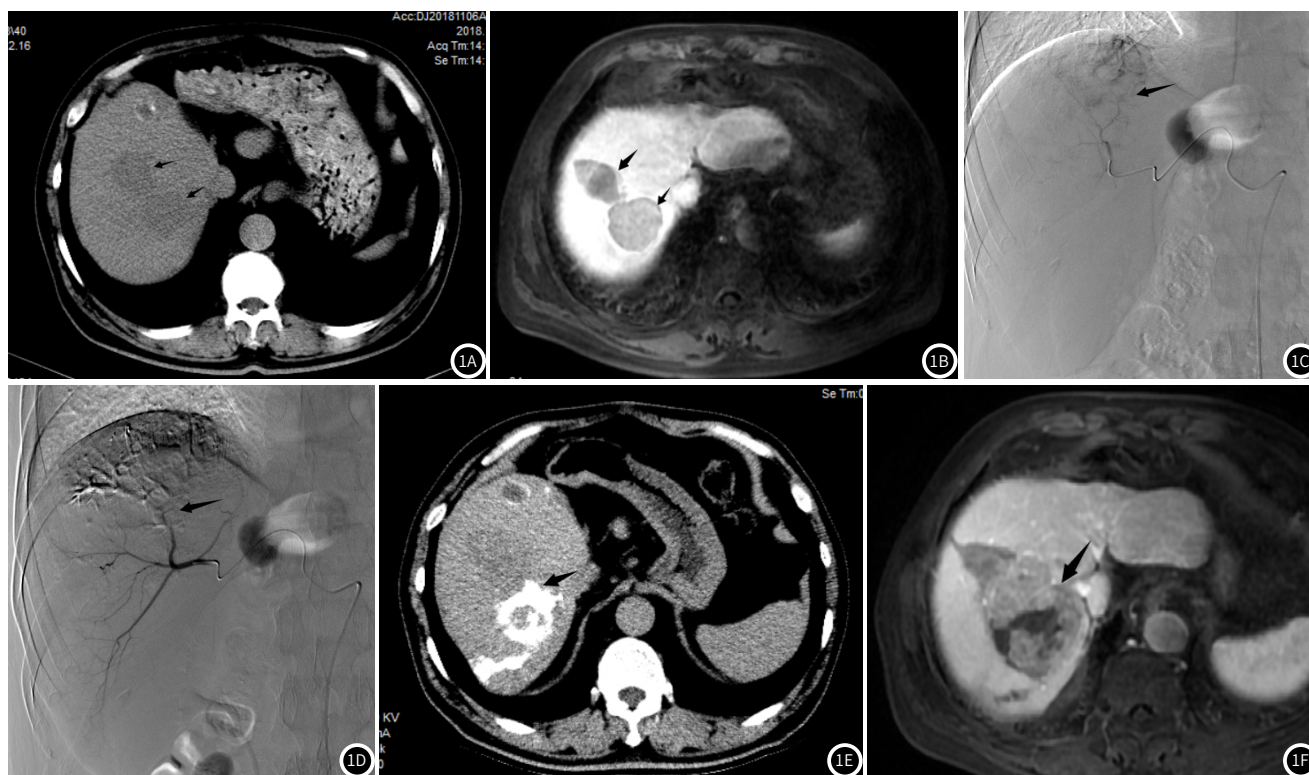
男性, 62岁, 原发性肝癌。1A: CT平扫显示肝右叶癌灶; 1B: MRI T₂WI+增强显示肝右叶癌灶; 1C: 介入栓塞前造影显示癌灶血供情况; 1D: 介入栓塞术后造影显示癌灶血供被阻断; 1E: 介入术后3月CT复查显示病灶内碘油的分布情况; 1F: 介入术后3月复查, MRI T₂WI+增强显示肝右叶癌灶见坏死液化。
